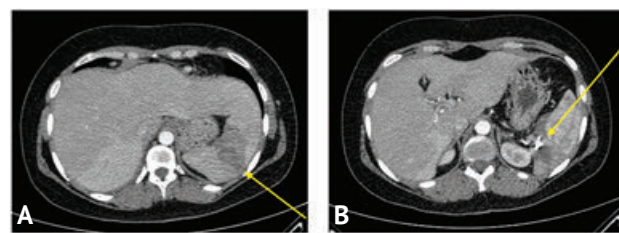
Компьютерно-томографические сканограммы больной М. (7-е сутки). А — дефекты контрастирования паренхимы селезёнки (артериальная фаза); В — состояние после эмболизации селезёночной артерии
